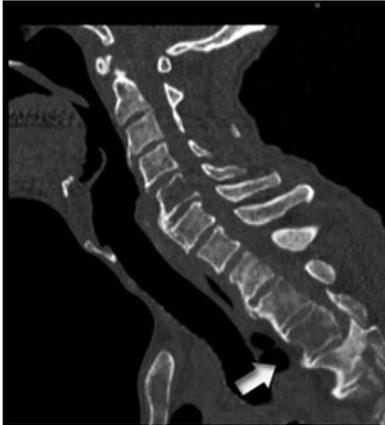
CT scan image showed bone metastases (short thick arrow).
